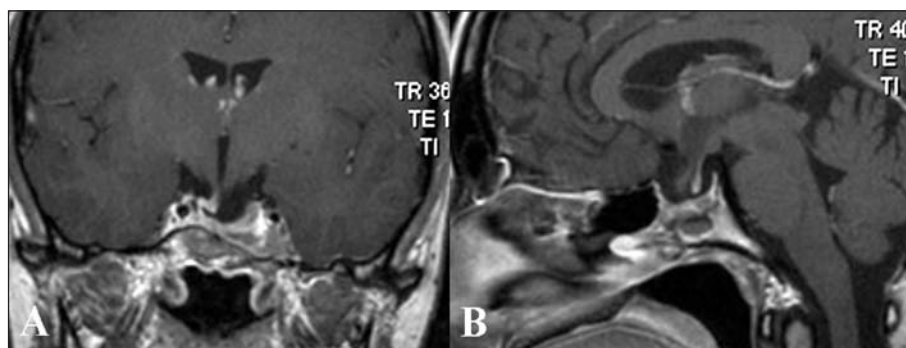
Resonancia magnética a los 8 meses de la cirugía que confirma la resección macroscópica del tumor.
